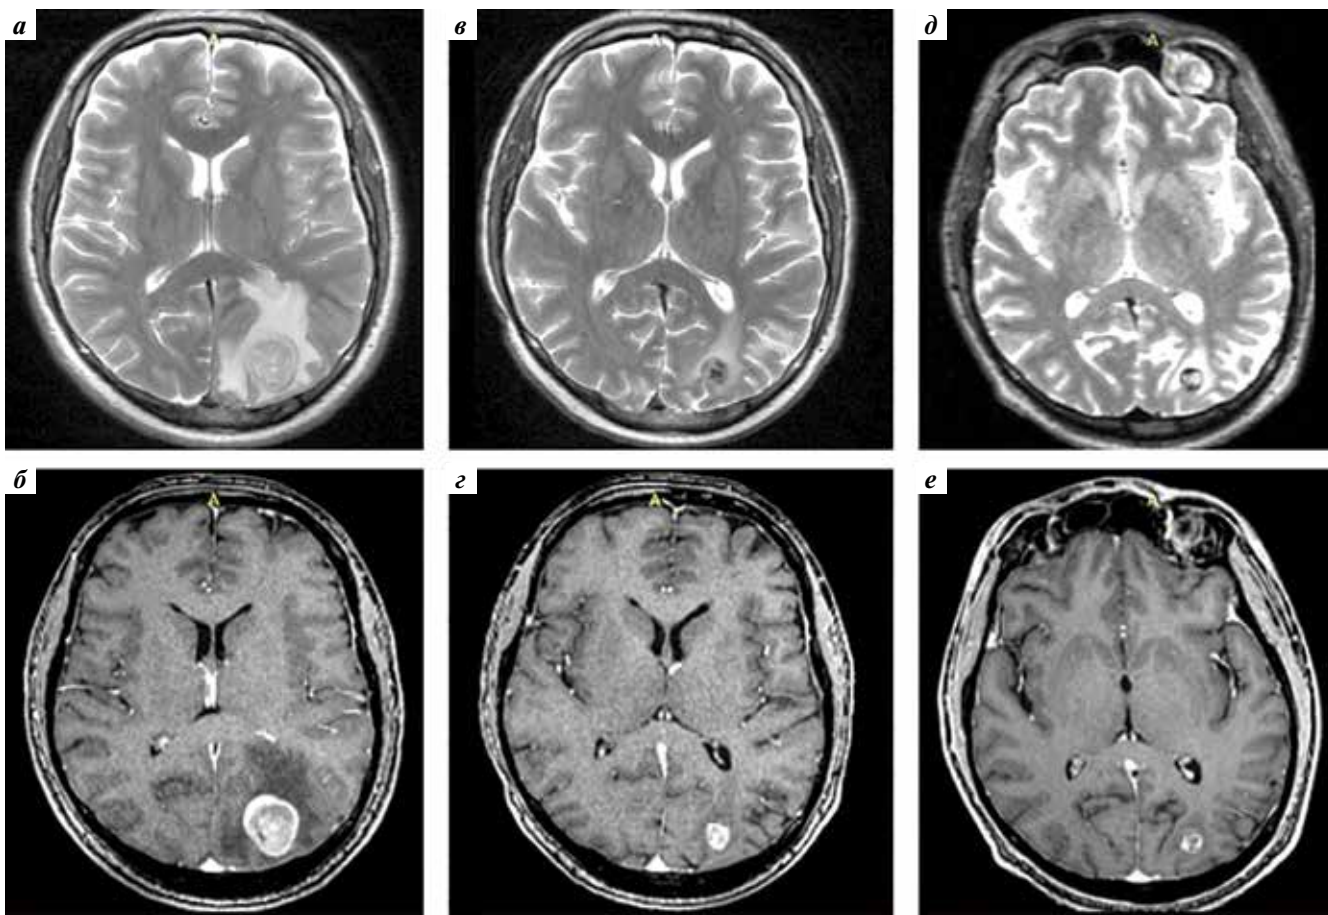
Магнитно-резонансная томография головного мозга от 25.09.2021 – до начала лечения (а, б), от 17.10.2021 – после окончания облучения всего головного мозга (в, г) и от 14.03.2022 (д, е). Последовательное уменьшение размеров метастаза
